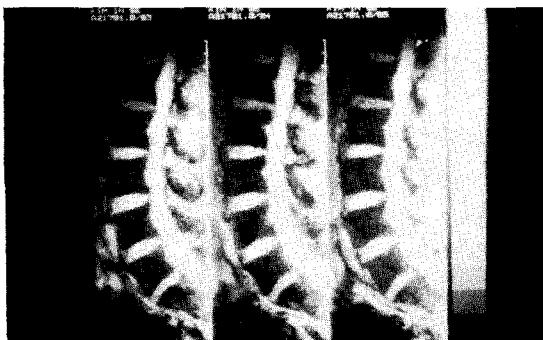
치료전 MRI 사진(증례 2).
